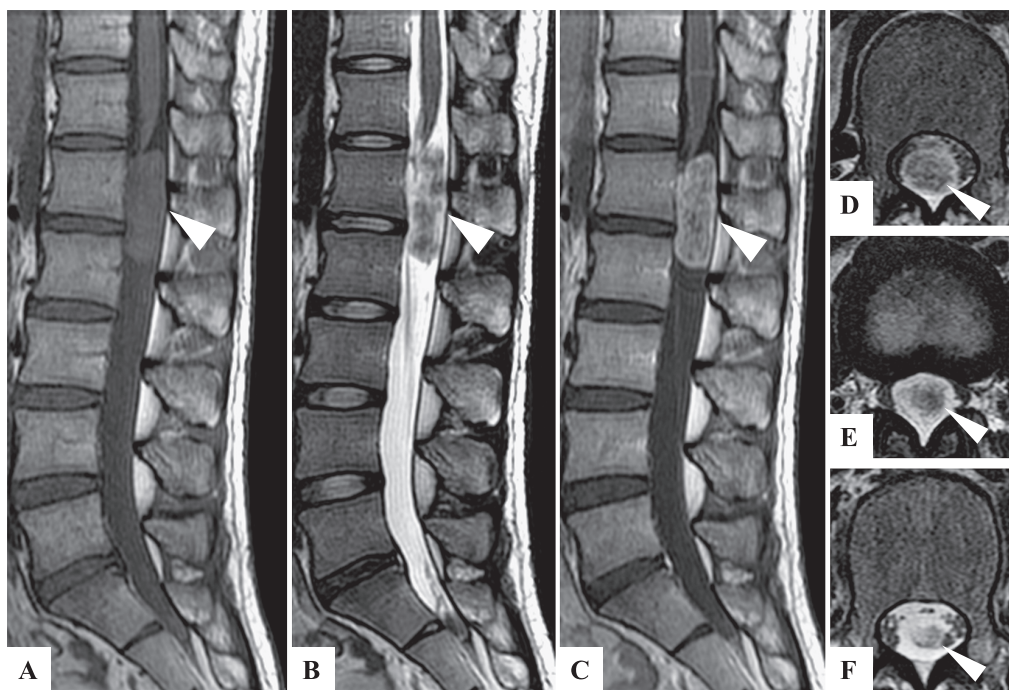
Lumbar spine MR images.
